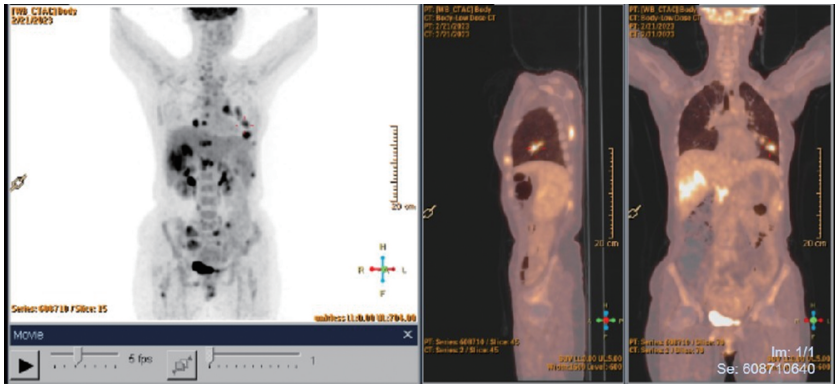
初诊 PET/CT 示多系统代谢活性增高病灶
